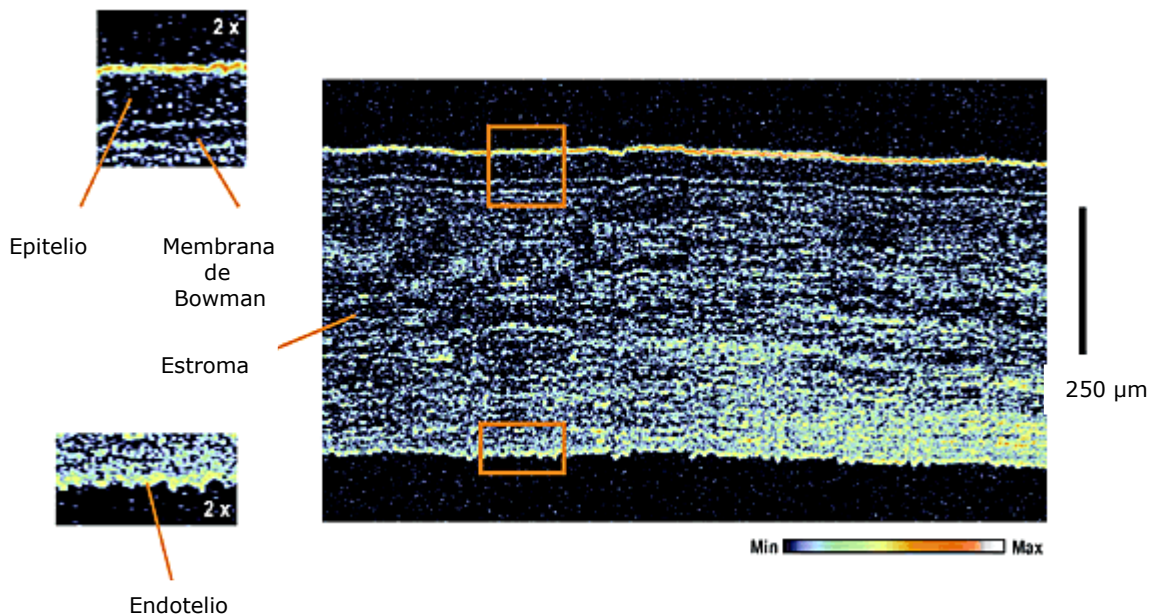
Imagen de la córnea humana obtenida mediante tomografía de coherencia óptica de alta resolución. Pueden identificarse el epitelio corneal, la membrana de Bowman, el estroma y el endotelio corneal.
